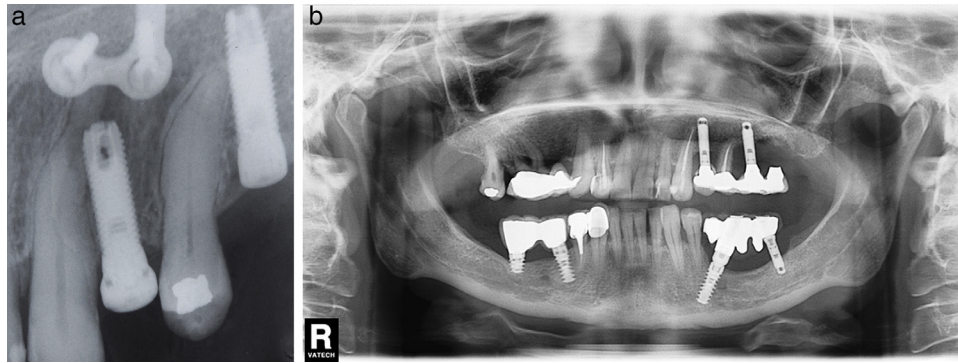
a) Caso número 9: lesión tipo *implant to tooth* que ha sido favorecida por la curvatura radicular del diente adyacente. La presencia de la miniplaca se debe a una cirugía ortognática previa (osteotomía maxilar). b) Caso número 10: después de la inserción implantaria, el canino superior izquierdo ha perdido la vitalidad pulpar. Se realizó la endodoncia y la radiotransparencia inicial desapareció durante el seguimiento. No se ha realizado cirugía periapical porque la paciente no tuvo síntomas.
